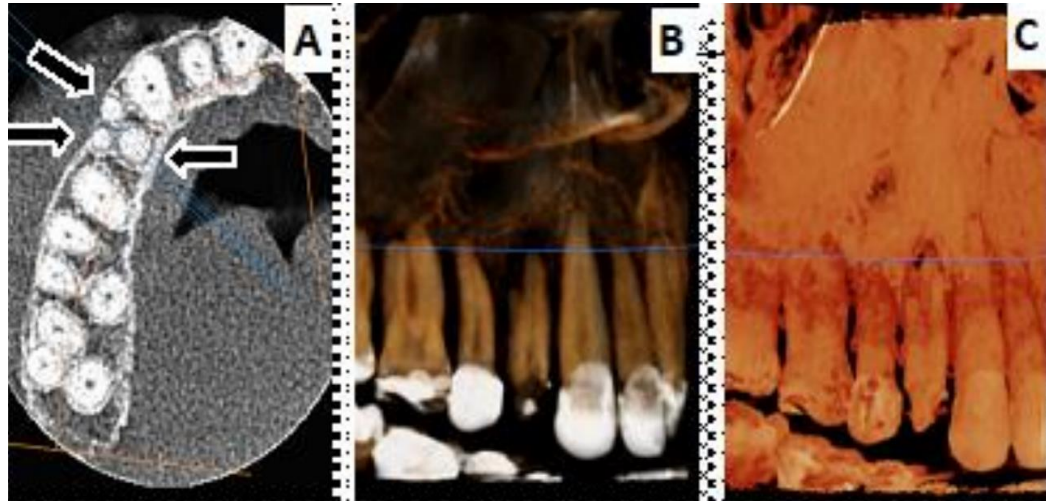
Imágenes iniciales de CBCT. (A) Vista axial de las tres raíces. (B) y (C) Vistas en 3D con diferentes contrastes.*
